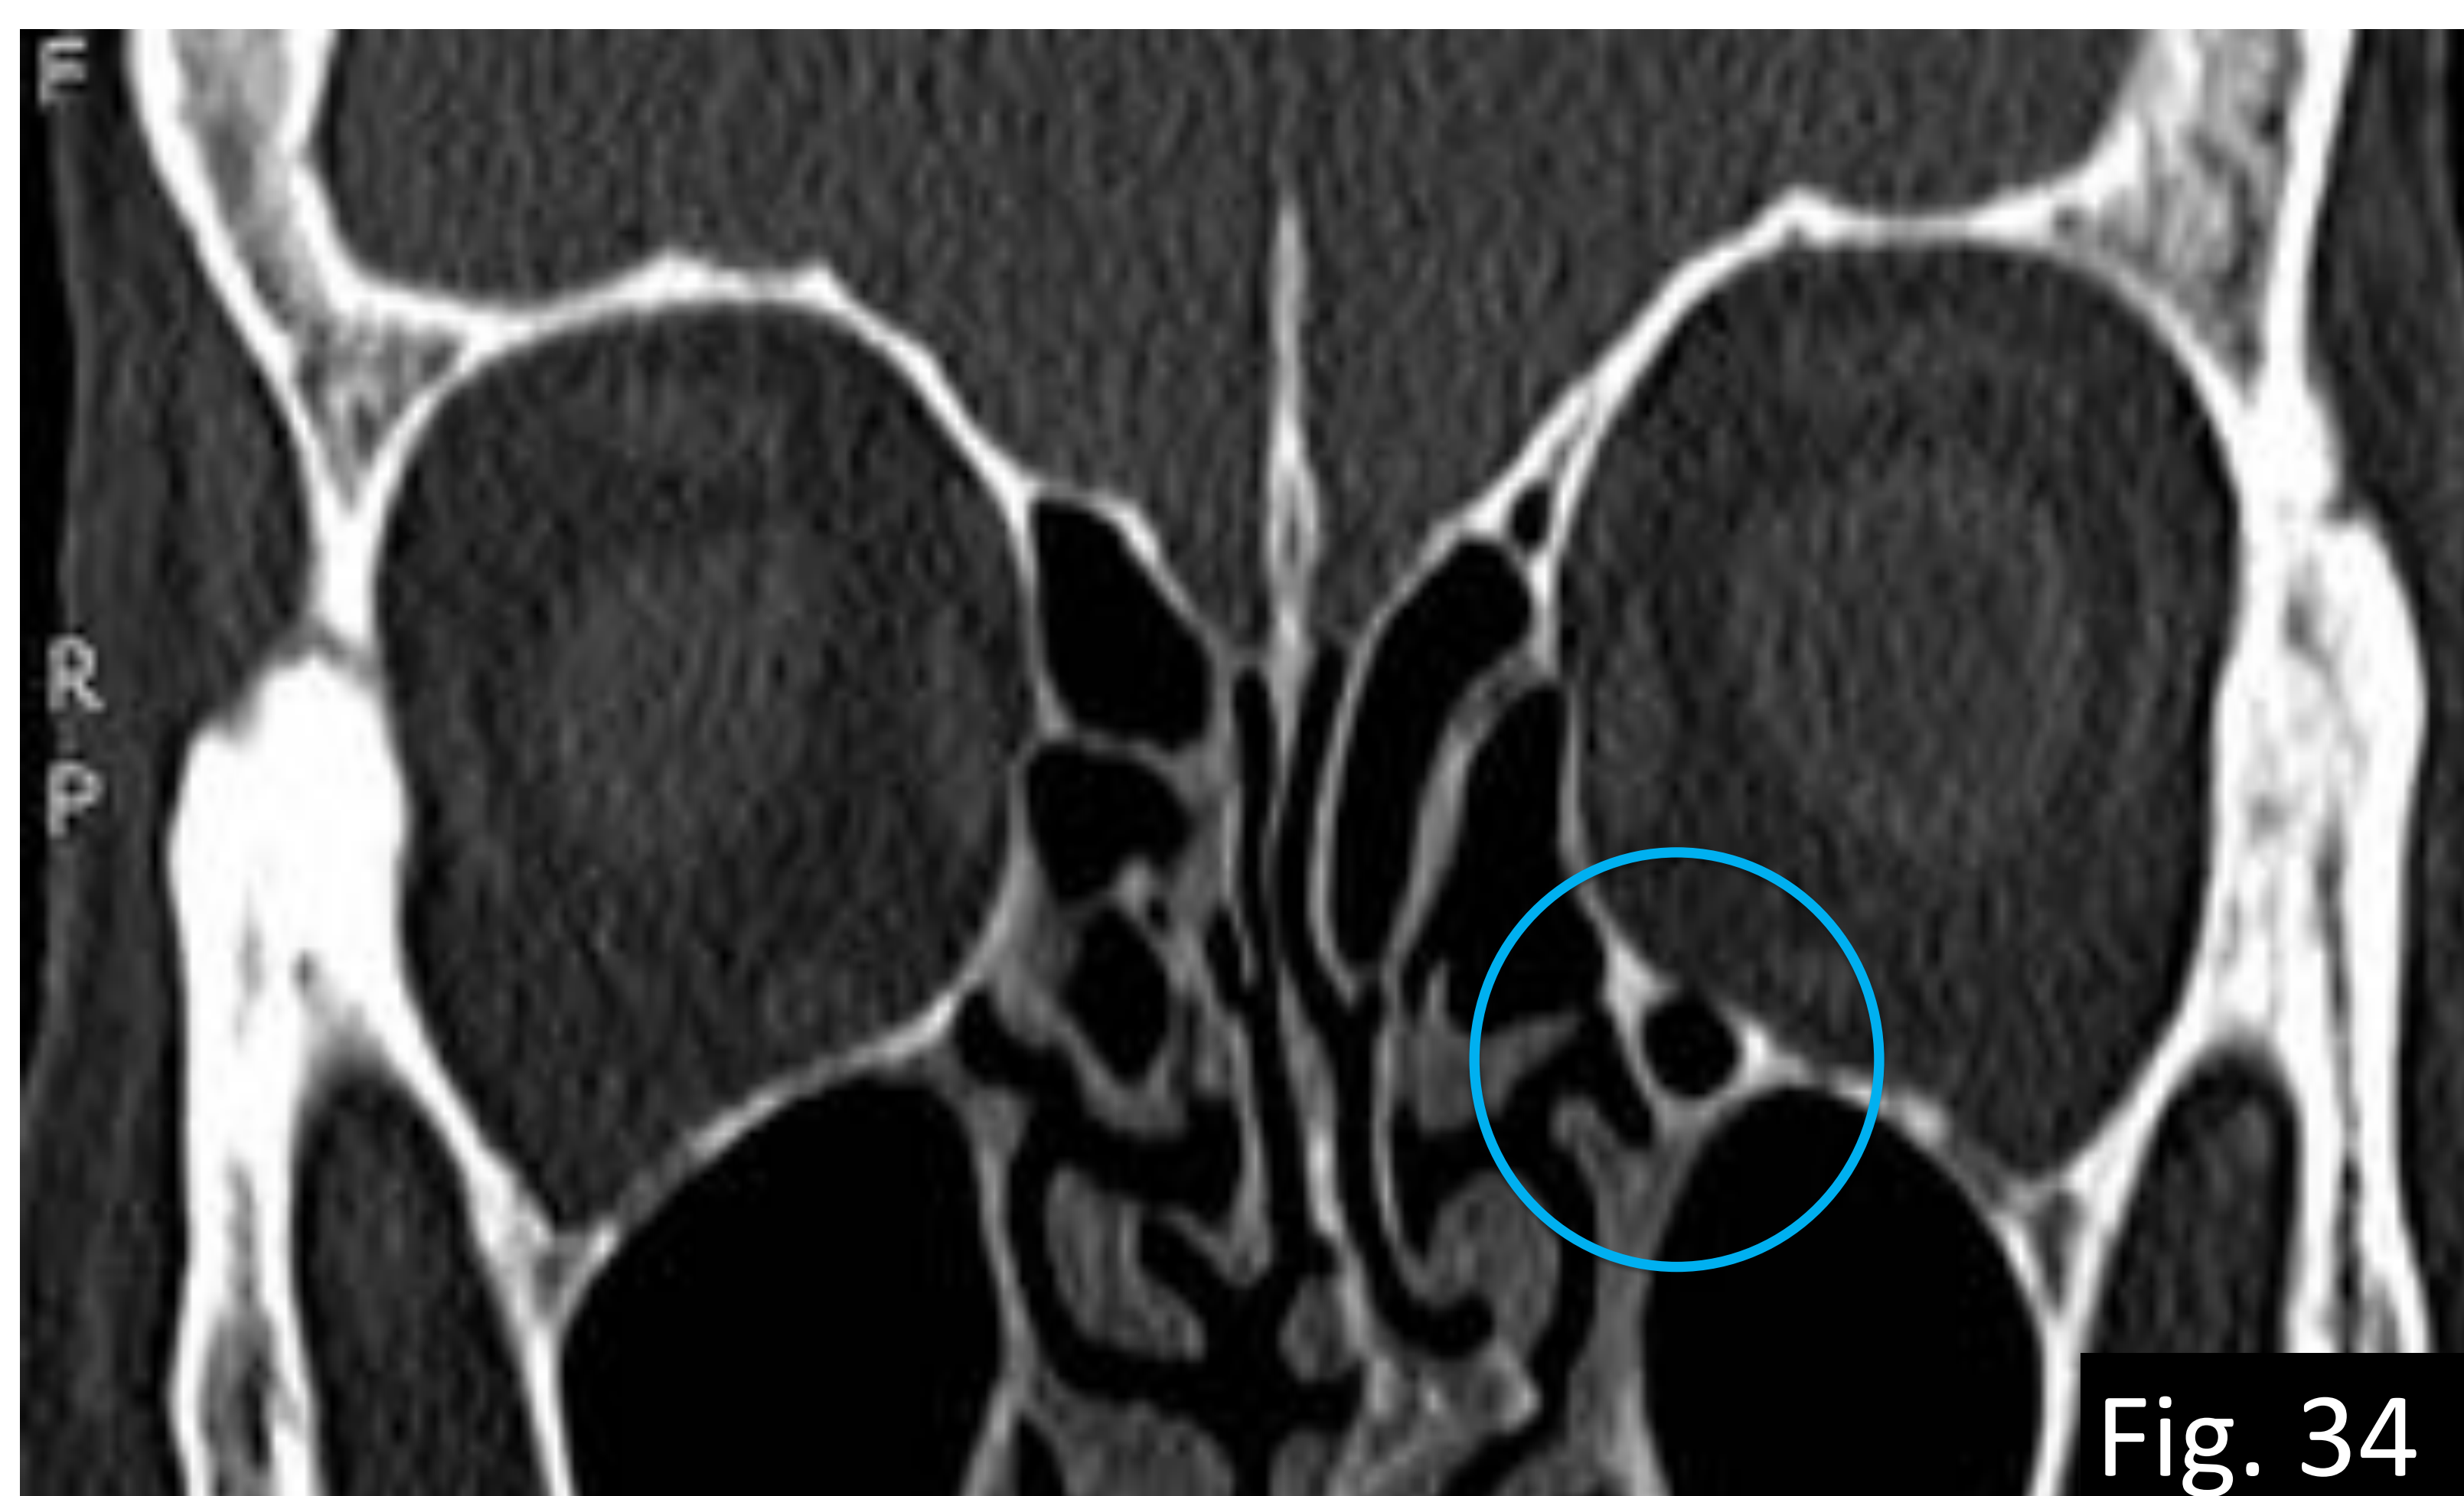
Ejemplo de variante anatómica de la normalidad con riesgo quirúrgico. Celda etmoidal infraorbitaria o de Haller (círculo en TC coronal con ventana hueso).
